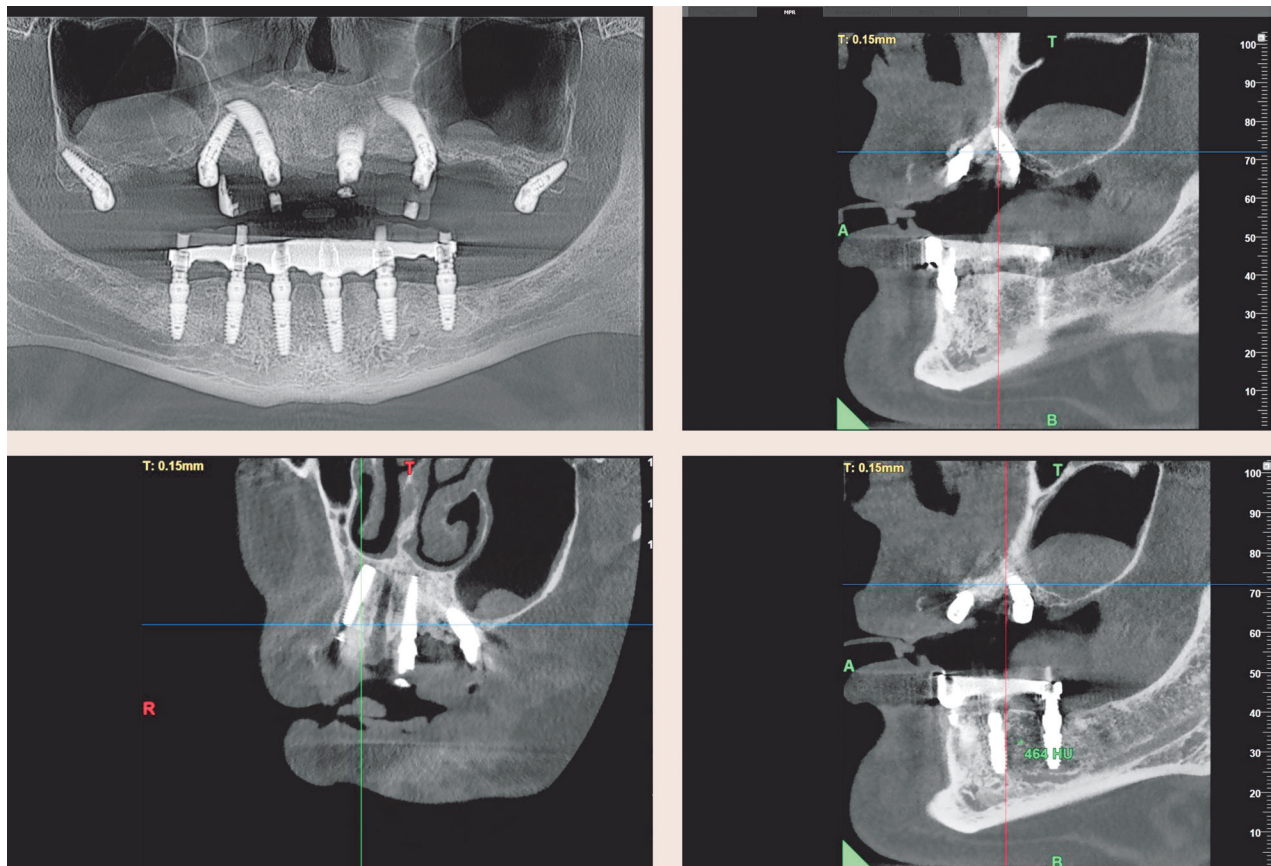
Результати втручання за даними КТ
